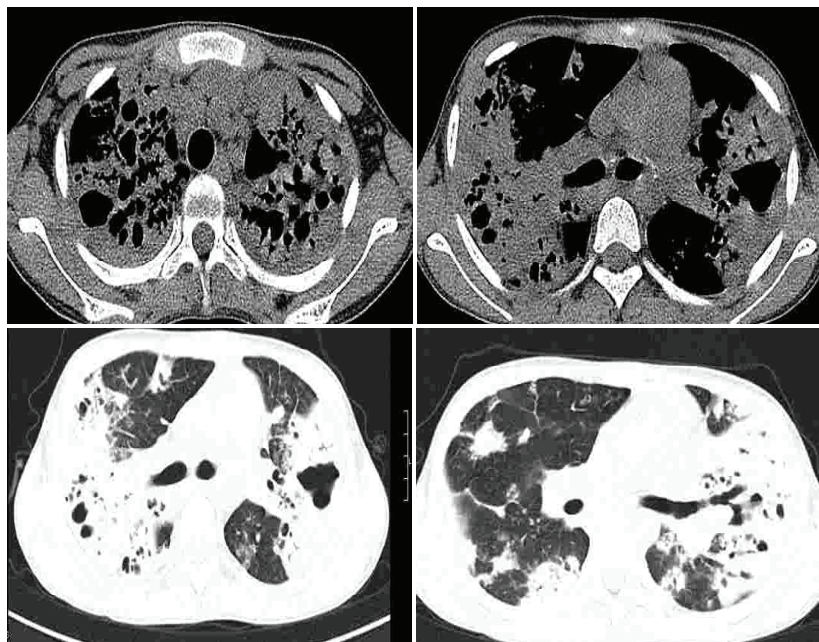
Компьютерная томография легких и средостения. Больной 14 лет. В S1, S2, S3 правого легкого и S1, S2, S3, S4, S5 левого легкого на фоне обширной инфильтрации прослеживаются множественные полости распада и деформированные просветы бронхов. В нижних отделах легких множественные малой интенсивности очаги различных размеров, сливающиеся в участки инфильтрации. Корни легких широкие, с множественными гиперплазированными бронхопальмональными лимфатическими узлами с небольшими вкраплениями извести. В верхнем средостении определяются гиперплазированные паравазальные, ретрокавазные, парааортальные, бифуркационные, паразофагальные лимфатические узлы размерами до 1,5 см.
